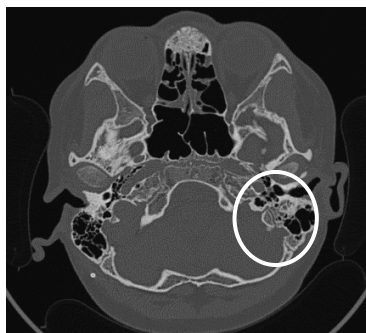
TC ouvidos com esclerose mastoideia e preenchimento de algumas células mastoideias do lado esquerdo, por componente de provável natureza inflamatória, com esclerose e aparente espessamento dos ossículos à esquerda.
